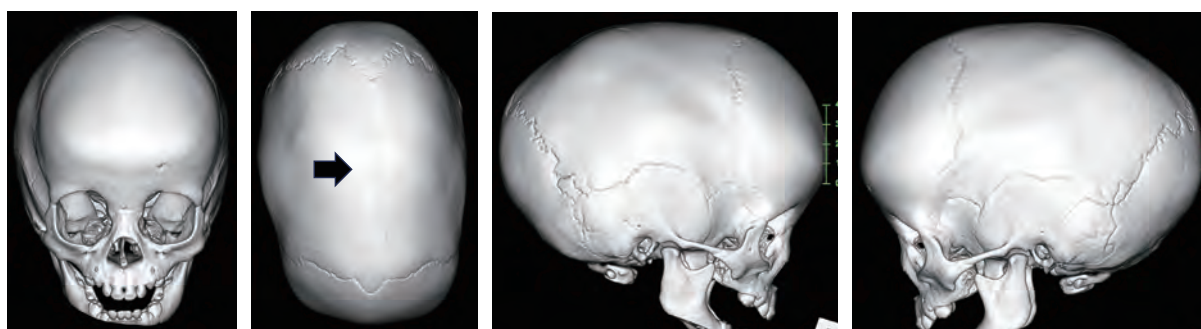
術前頭蓋骨3D-CT。矢状縫合は癒合している(矢印)
